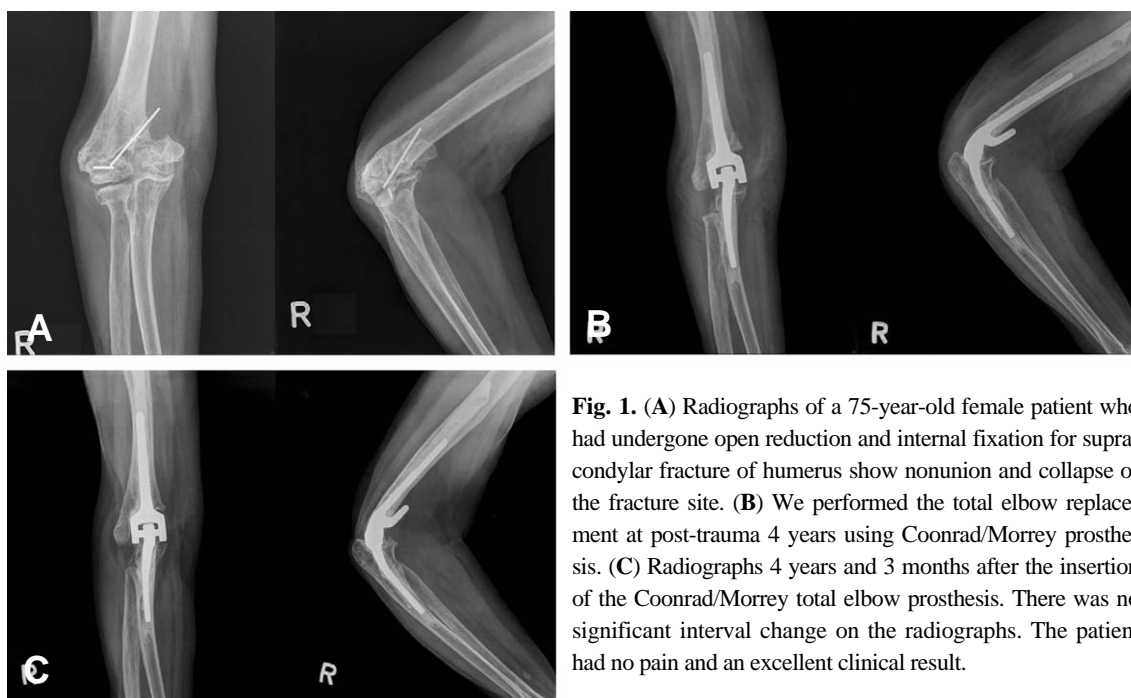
(A) Radiographs of a 75-year-old female patient who had undergone open reduction and internal fixation for supracondylar fracture of humerus show nonunion and collapse of the fracture site. (B) We performed the total elbow replacement at post-trauma 4 years using Coonrad/Morrey prosthesis. (C) Radiographs 4 years and 3 months after the insertion of the Coonrad/Morrey total elbow prosthesis. There was no significant interval change on the radiographs. The patient had no pain and an excellent clinical result.
